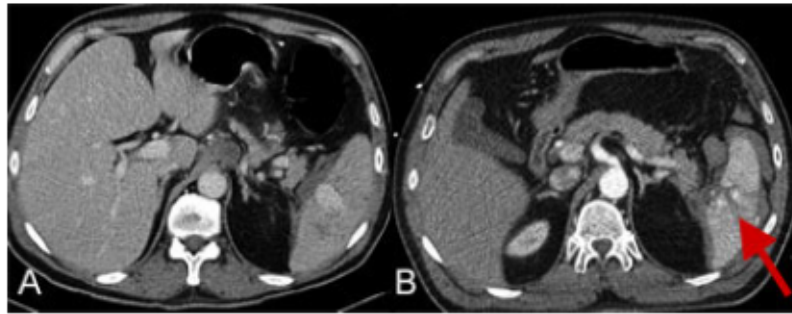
CT-axial zeigt eine Milzruptur in der venösen Phase (A) sowie in der arteriellen Phase (B). Abb. aus <http://www.swissintervention.ch/index.php?page=04-2009>
